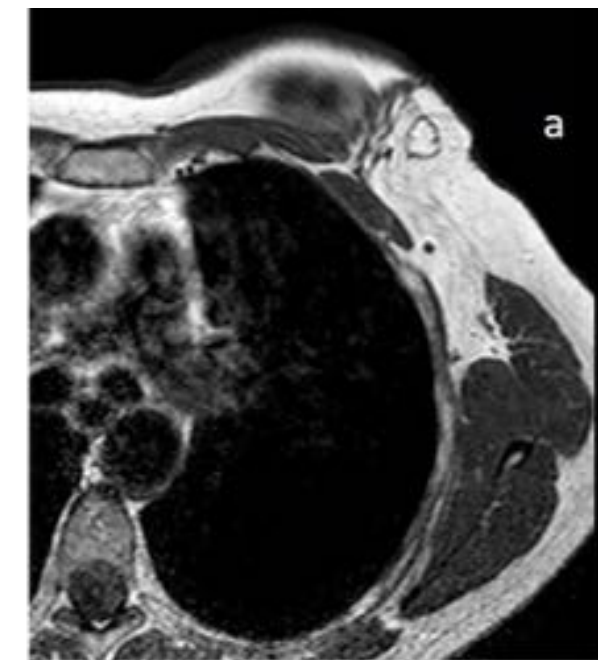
RM MAMA: Nódulo hiperintenso con halo hipointenso en T1 (a) e hiperintenso en T2 SPAIR (b) sin captación de contraste tras la administración de GD (c) y sin señal de silicona en la secuencia correspondiente, sugestivo de necrosis grasa.
